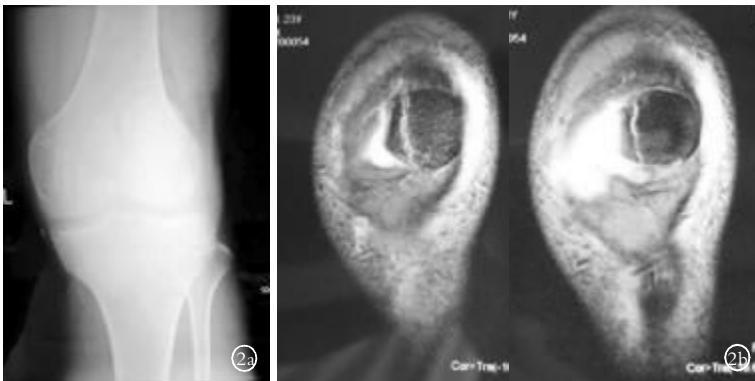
男,28 岁,左髌骨纵形骨折 2a,2b. 术前左膝正位 X 线片、MRI 隐约可见髌骨内侧一低密度影,结合 MRI 检查得以确诊 2c. 术后左膝正位 X 线片
